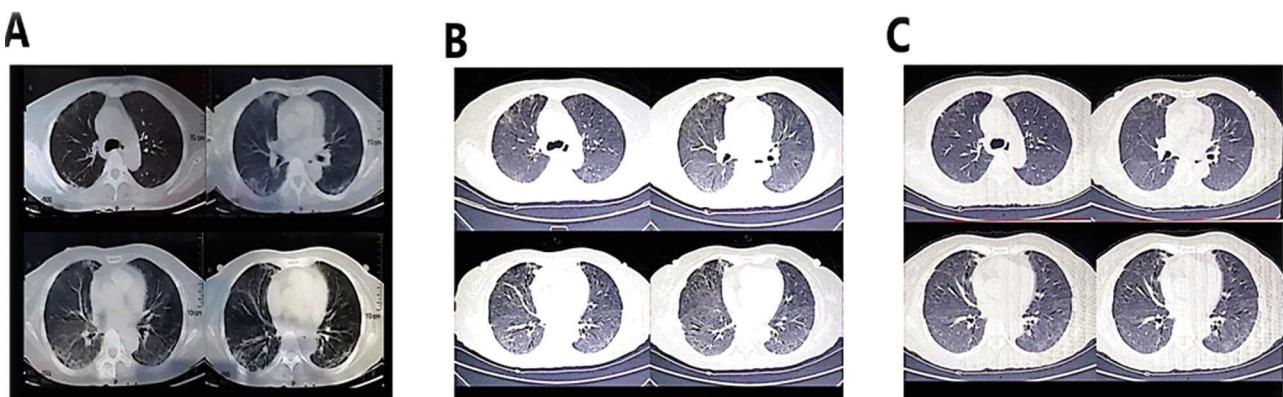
胸部 CT 结果(A:2月 29 日;3 月 10 日;3 月 17 日)
